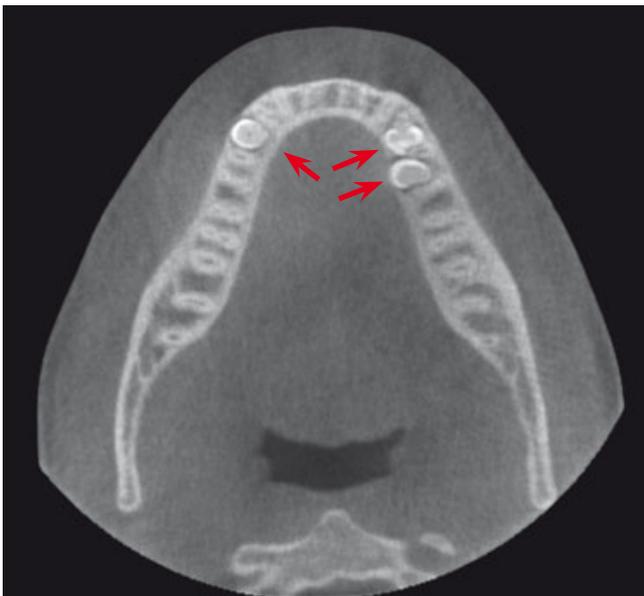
Darstellung der bukkalen Lage des überzähligen Zahnes Regio 44/45 sowie der lingualen Lage der überzähligen Zähne Regio 34/35 im Unterkiefer (axiale Schicht der digitalen Volumentomographie)
